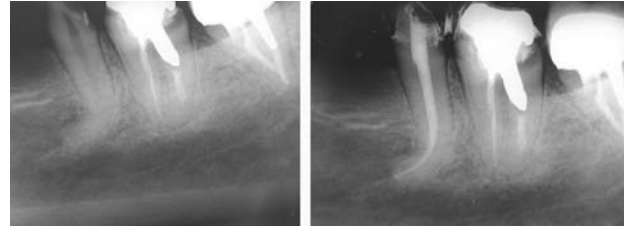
Segundo premolar inferior derecho con una curvatura severa hacia mesial instrumentado con el sistema rotatorio Mtwo. Izquierda: radiografía preoperatoria. Derecha: radiografía postoperatoria (Dr. Javier Caviedes Bucheli).
